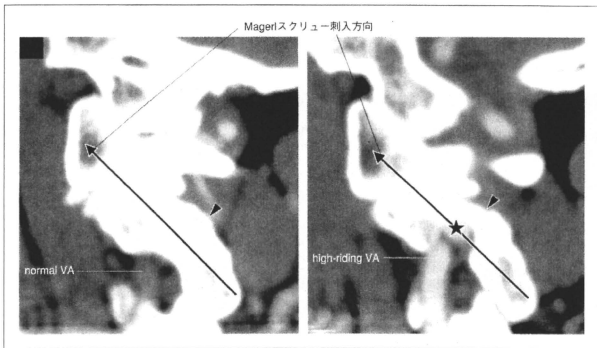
C1 - C2 高位 CT 矢状断再構築像 Magerl スクリュー刺入により High-riding VA(B)では椎骨動脈損傷(★)を生じる (文献 1)から一部改変).
